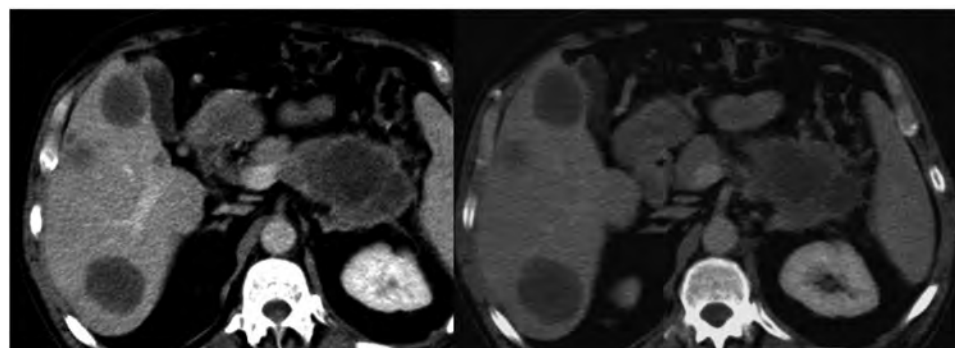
Гіповаскулярні утвори правої частки печінки. Ідентичність КТ характеристик утворів з первинною пухлиною — гіповаскулярною аденокарциномою хвоста підшлункової залози. Метастази.
